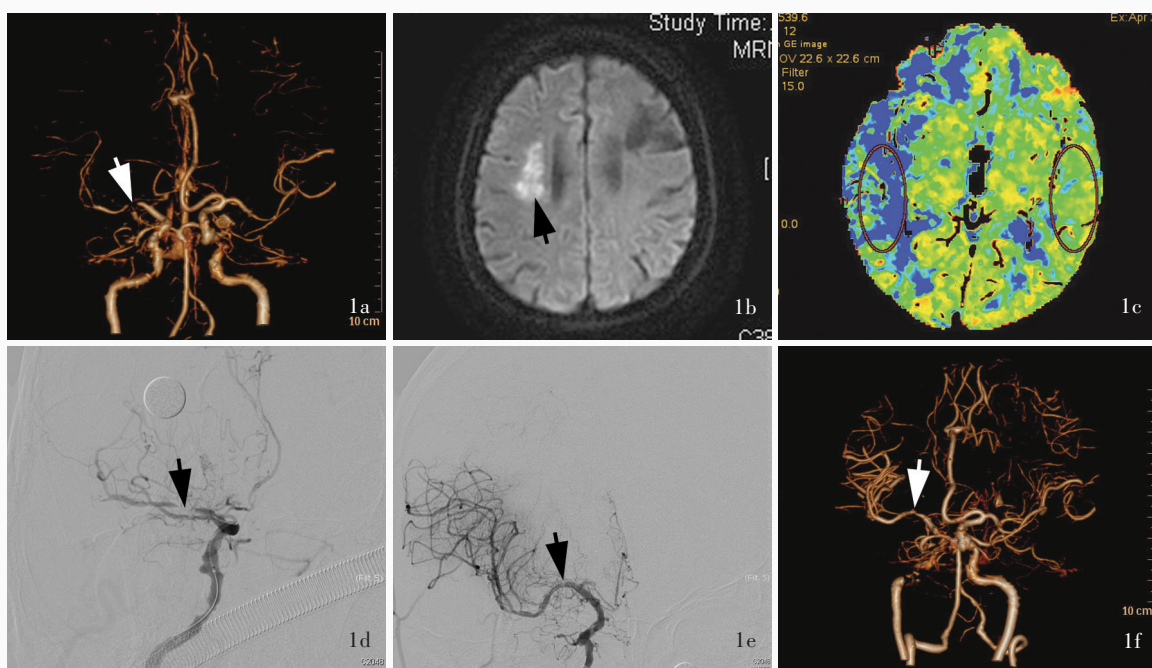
手术前后影像学检查所见 1a 术前 3D-TOF 显示右侧大脑中动脉 M1 段重度狭窄(箭头所示) 1b 术前横断面 DWI 显示右侧放射冠区梗死灶(箭头所示) 1c 术前 CTP 之 MTT 图显示右侧大脑中动脉平均通过时间延长,提示低灌注(圆圈所示) 1d 术中 DSA 可见右侧大脑中动脉 M1 段重度狭窄(箭头所示),狭窄远端 mTICI 分级为 1 级 1e 术中球囊扩张后即刻 DSA 显示右侧大脑中动脉 M1 段残留狭窄率约为 30%(箭头所示),狭窄远端 mTICI 分级为 2b 级 1f 术后 1 个月 CTA 显示右侧大脑中动脉 M1 段狭窄约为 40%,狭窄远端血管显影与对侧无明显差异(箭头所示)
